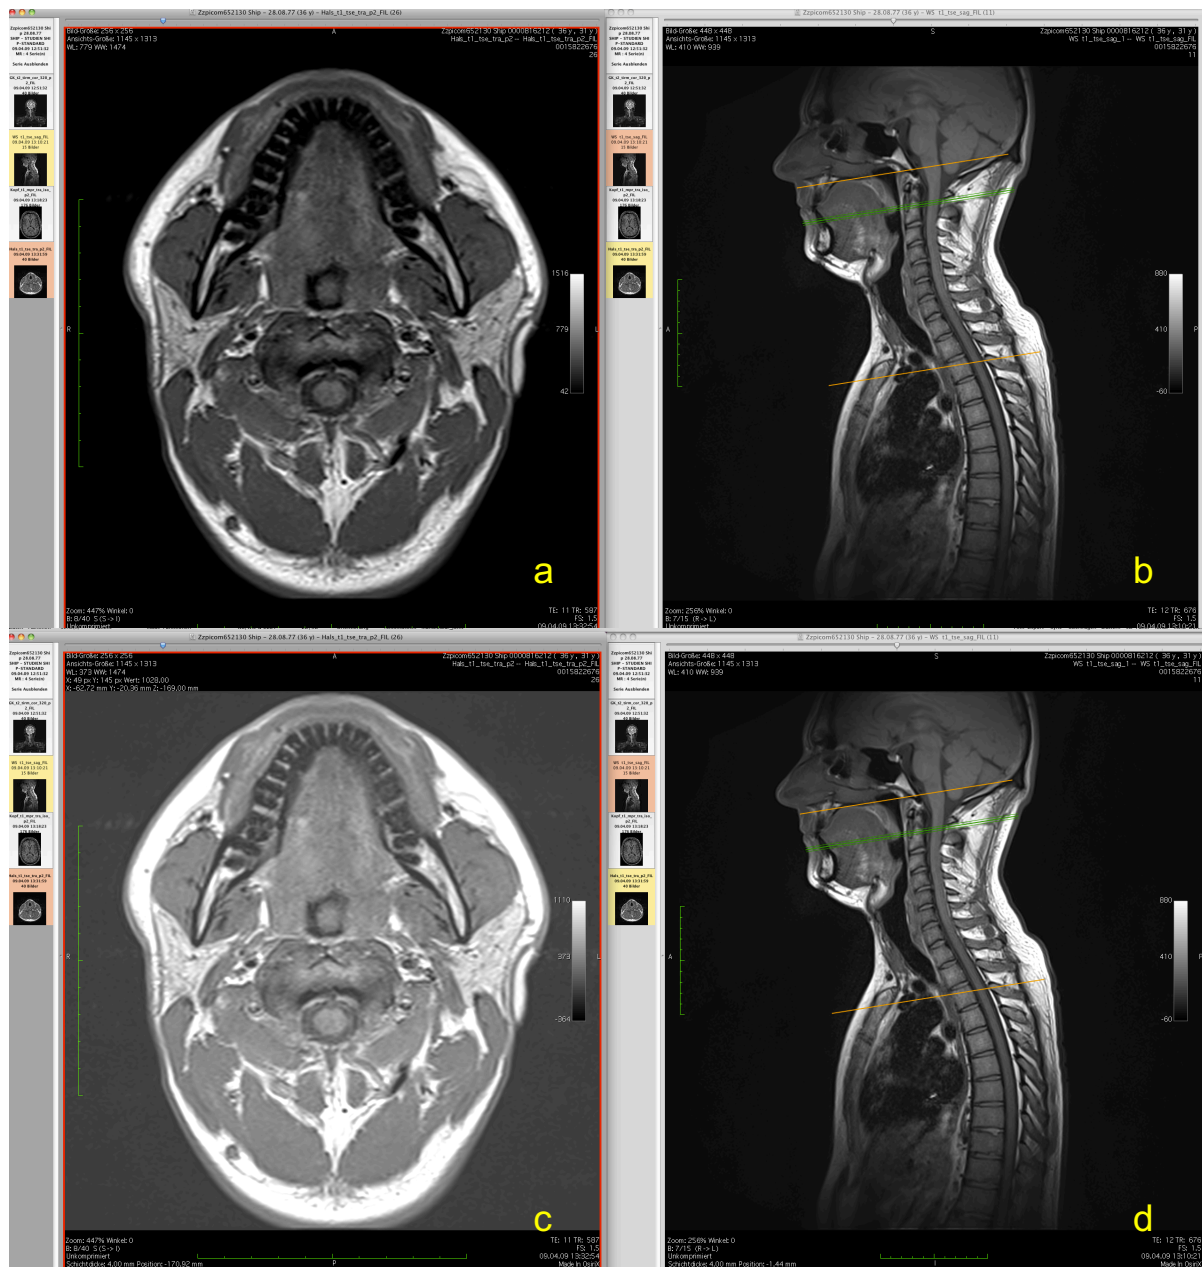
Axiale (a,c) und sagittale (b,d) MRT-Schichtaufnahmen eines 31-jährigen männlichen Probanden. Die orangefarbenen Linien in den sagittalen Schichtaufnahmen kennzeichnen den oberen und unteren Rand des Untersuchungsbereiches. Die grüne Linie, in diesem Fall Schicht 8 von 40, repräsentiert die Position der links dargestellten axialen Schichtaufnahmen, a,b Darstellung ohne Hell-Dunkel-Kontrast, c,d Darstellung mit Hell-Dunkel-Kontrast
